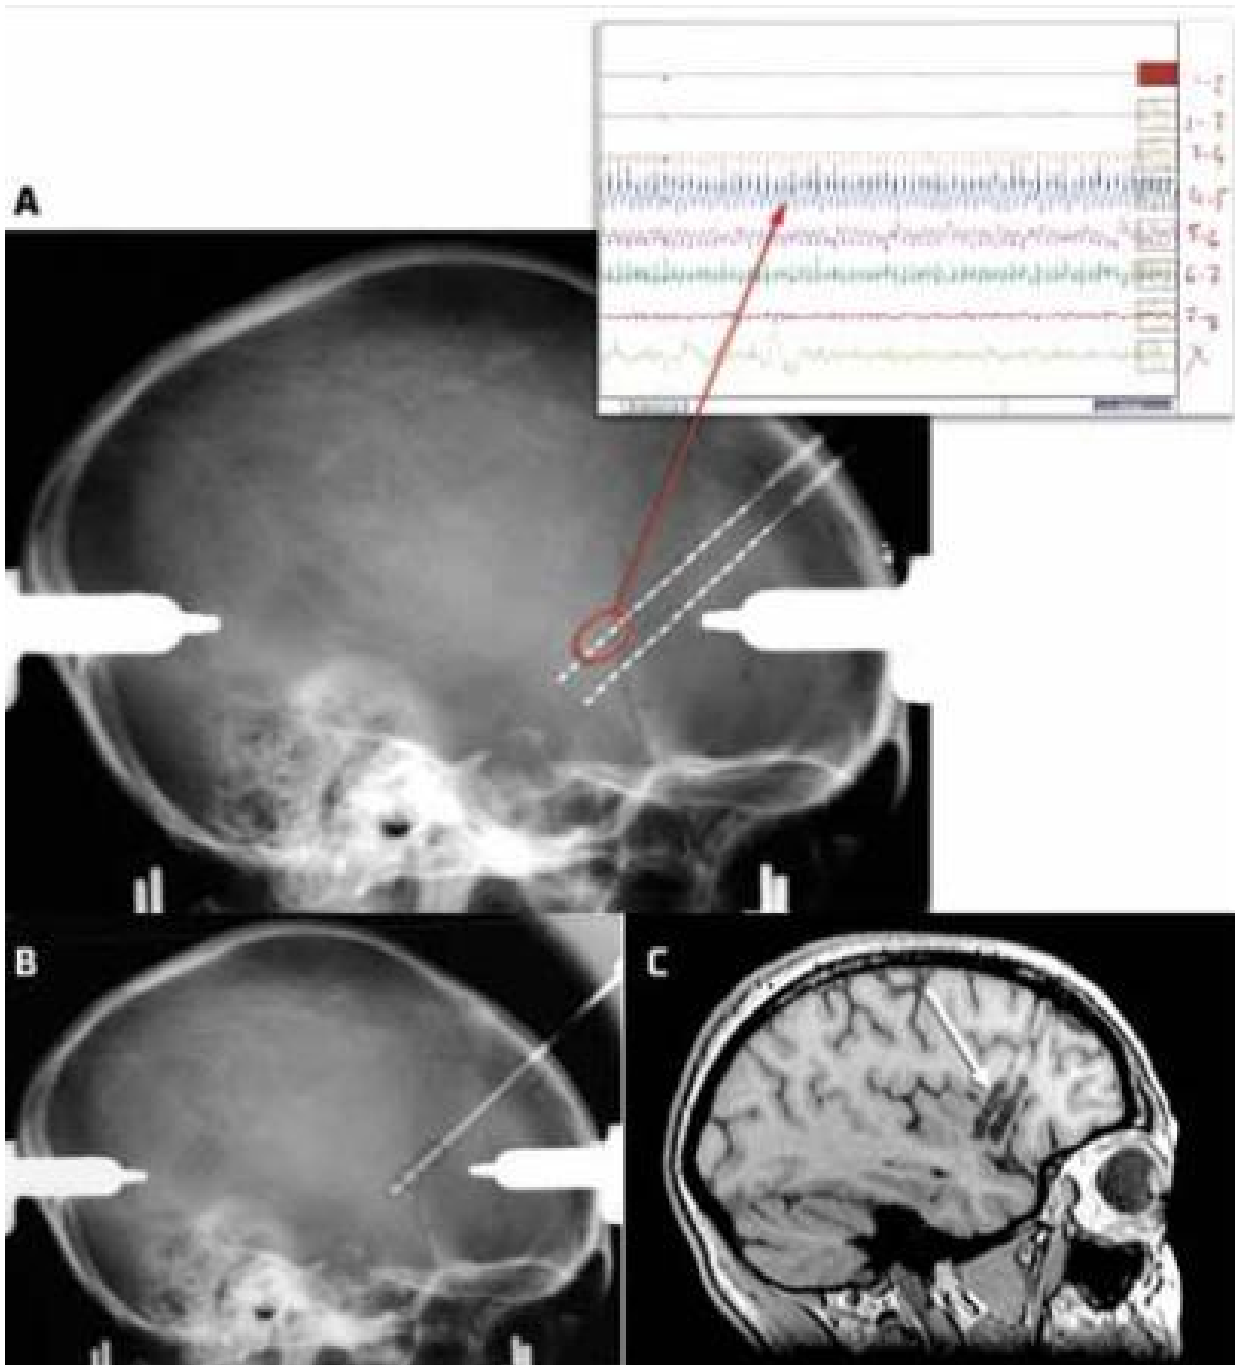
Thermocoagulations stéréotaxiques insulaires. Patiente de 42 ans porteuse d'une dysplasie corticale focale de Taylor (DCFT) insulaire antérieure droite non visible en IRM.
